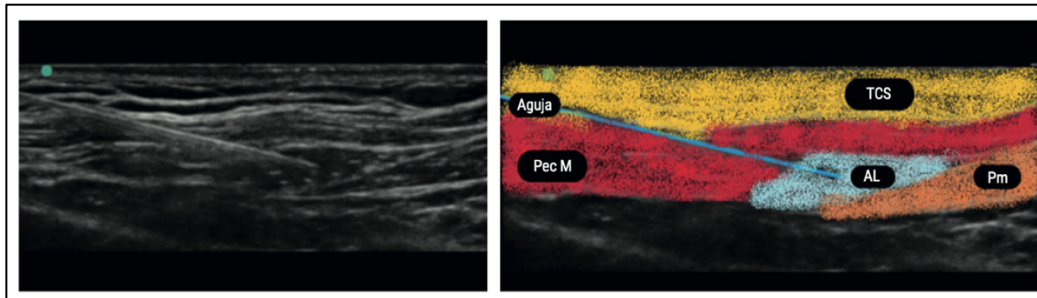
Sonograma del Bloqueo del Plano Interpectoral. TCS: tejido celular subcutáneo. AL: Anestésico local. Pm: músculo pectoral menor. (López Álvarez et al., n.d.)
